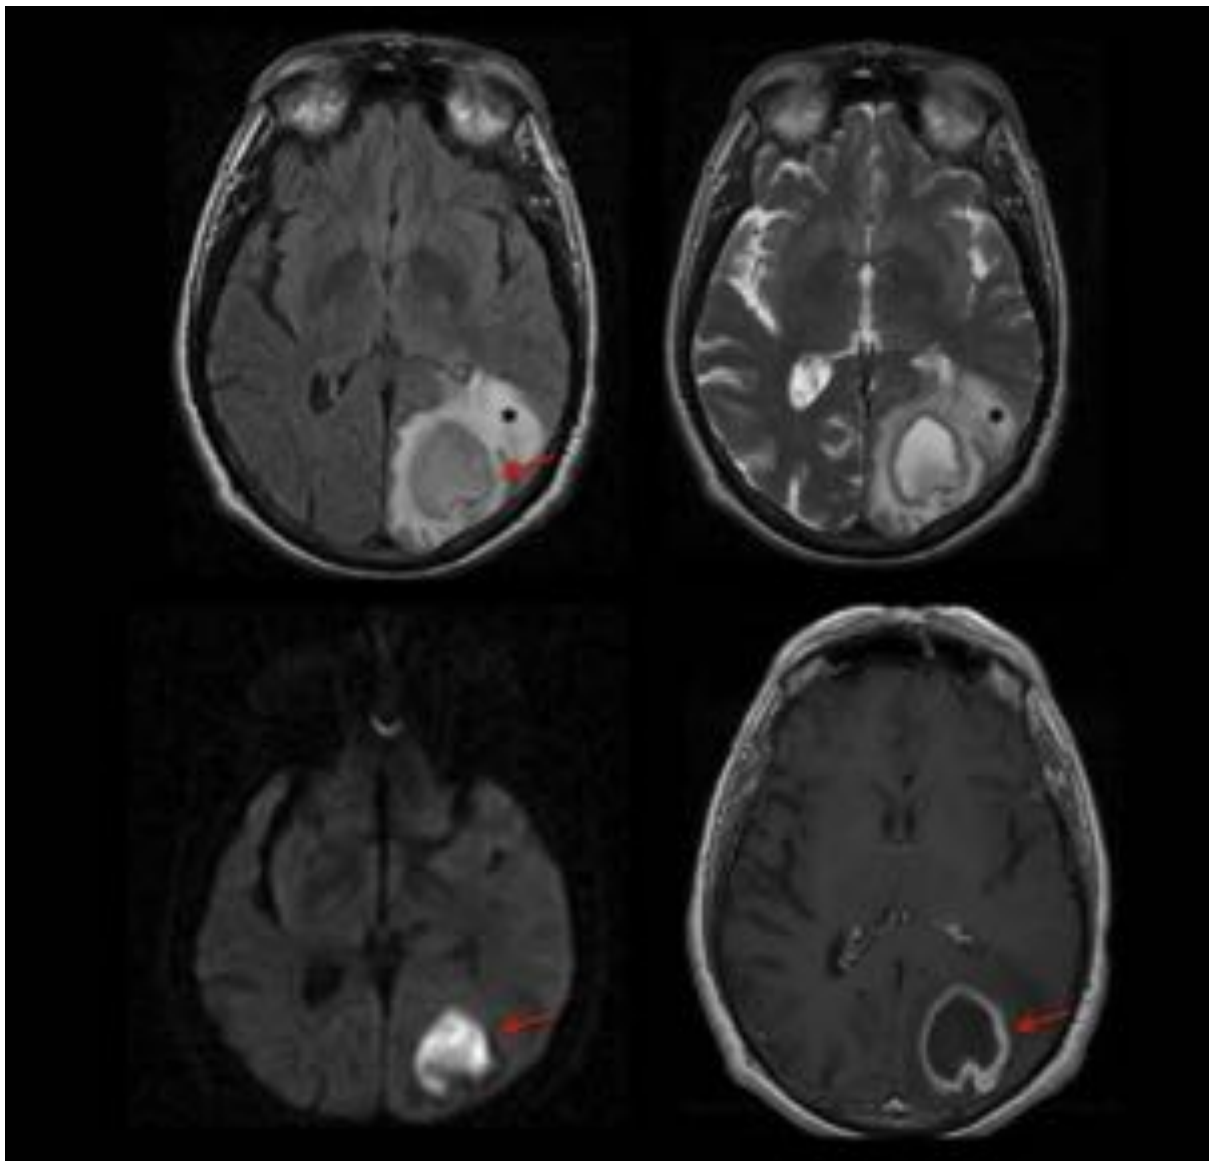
ABSCESO INTRAPARENQUIMATOSO DE ORIGEN BACTERIANO. RM secuencias FLAIR (A) , T2 (B) , difusión (C) y T1 tras gadolinio (D). Lesión occipital izquierda córtico-subcortical bien definida. Presenta una pared fina (flecha roja) hipointensa en T2 y FLAIR, y un centro ligeramente hipertenso en T2. Se acompaña de edema perilesional (asterisco) y realza en forma de anillo tras la administración de gadolinio . Muestra marcada restricción de la difusión.
